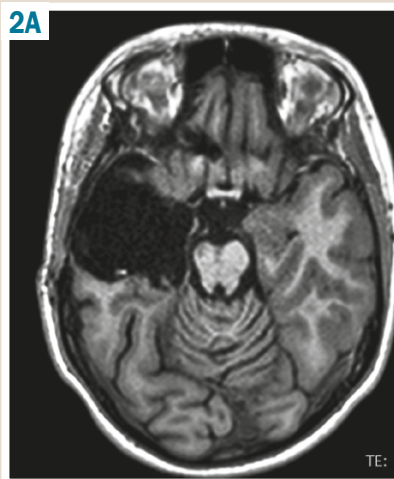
МРТ хворої Т. через 12 місяців. Дифузна кортикальна дисплазія лобово-скронєво-тім'яної ділянки. А: аксіальний зріз; Б: коронарний зріз.
